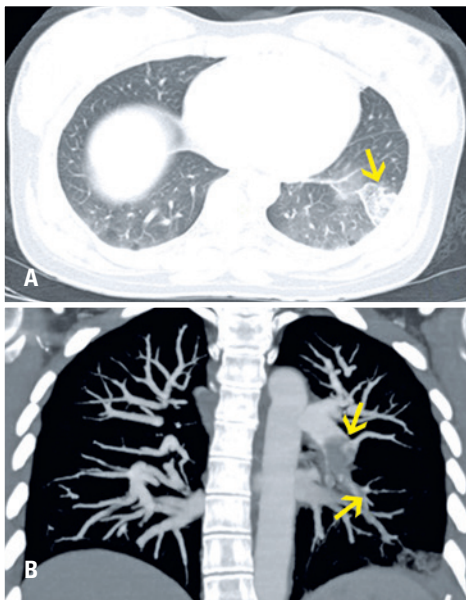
Mulher, 30 anos, com queixa de dispnéia súbita. Tomografia computadorizada (A) Com corte axial (B) Reformatação coronal com reconstrução (projeção de intensidade máxima) da janela de partes moles: angiogramia positiva para tromboembolismo pulmonar, notando-se falhas de enchimento na artéria interlobar esquerda e ramos segmentares para o lobo inferior esquerdo. Pequena opacidade em halo invertido. Em cunha com o ápice voltado para o hilo subpleural no segmento basal lateral do lobo inferior esquerdo, que pode corresponder à área de infarto pulmonar
